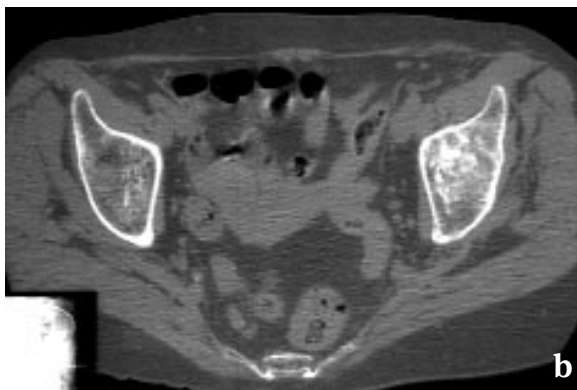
Fracture supra-cotyloïdienne gauche par insuffisance osseuse. Radiographies (a) et scanner (b) trois semaines après le début des symptômes : fine bande de condensation horizontale doublant le toit de l'acétabulum (tête de flèche).
